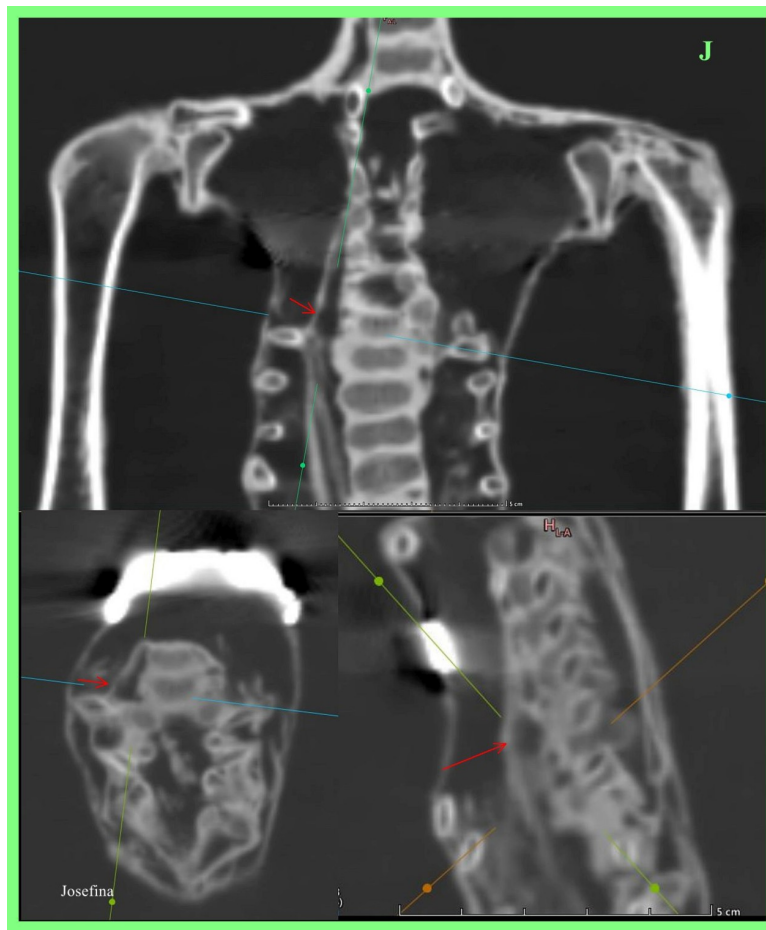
TC 2D con reconstrucción multiplanar del tórax de 'Josefina' que muestra presencia de un corazón tubular primitivo (flecha roja) junto al lado derecho de la columna. La aorta se observa extendiéndose hacia abajo dentro del abdomen.
